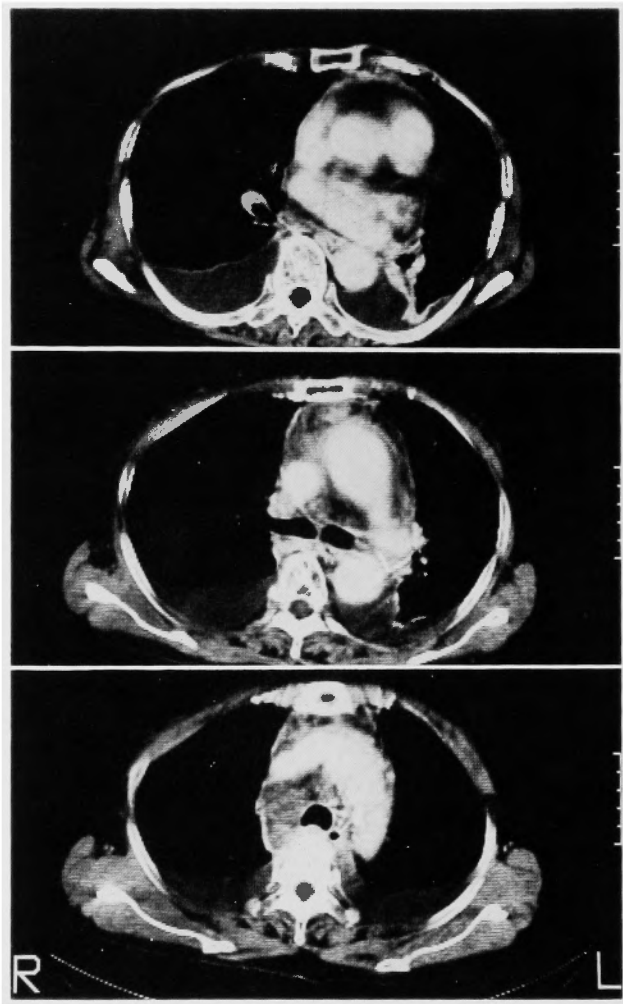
CT scans performed 5 days after the accident. High densities in the pleural cavities and in the mediastinum. Whole course of the thoracic aorta demonstrates no abnormalities.
